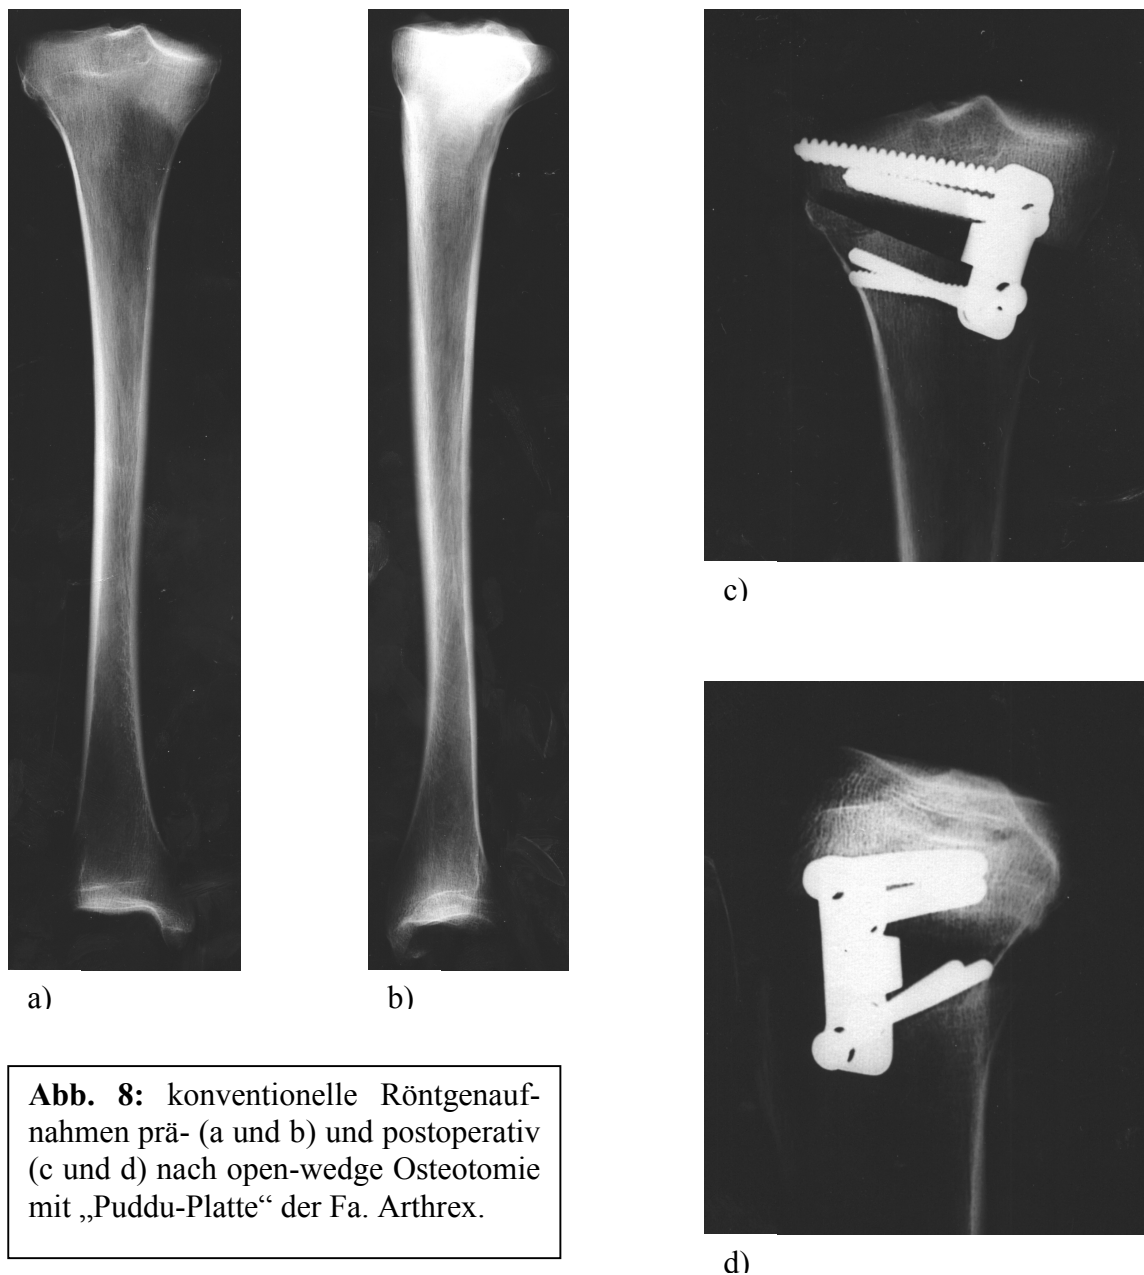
konventionelle Röntgenaufnahmen prä- (a und b) und postoperativ (c und d) nach open-wedge Osteotomie mit „Puddu-Platte“ der Fa. Arthrex.
